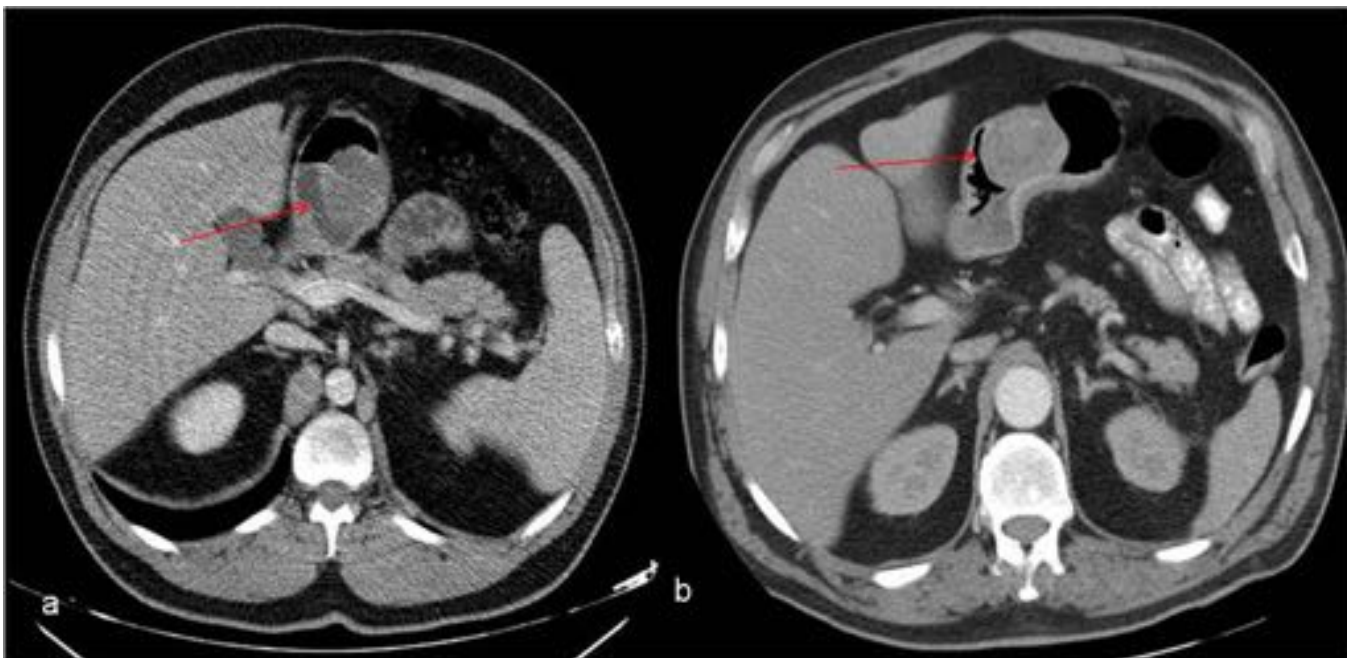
GISTs entre cuerpo-antro gástrico. TC axial : lesiones hipodensas , homogéneas de < 4 cms que improntan en la luz gástrica , como lesión exofítica.
